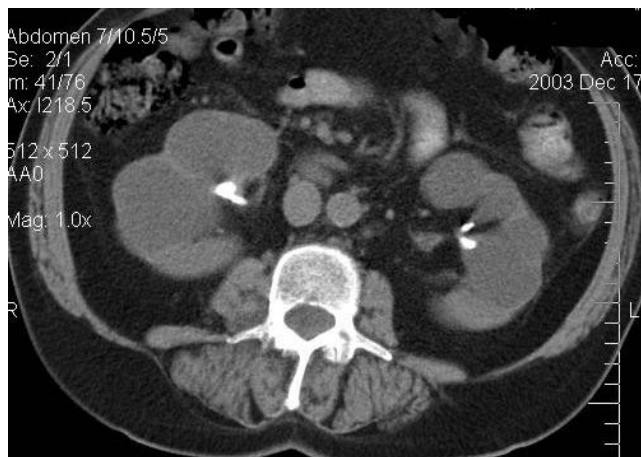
Polichistoza renală-computertomografie
